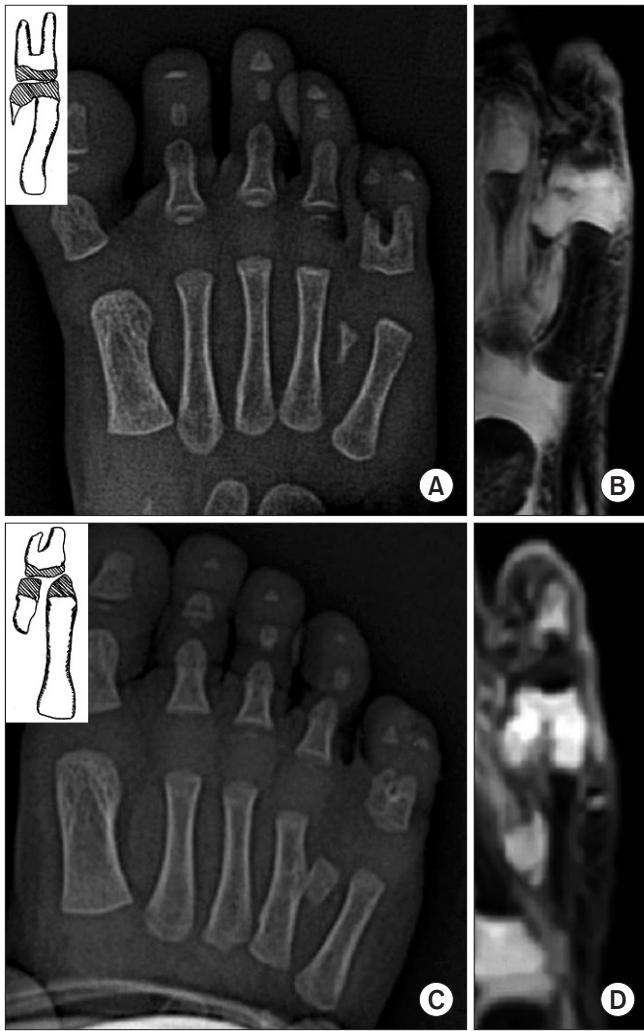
Radiographs of two patients (A, C) showed similar complex type polydactylies (incomplete duplication at the metatarsal level and fused duplication at the proximal phalanx). However, magnetic resonance imaging revealed different findings at metatarsal heads (B: fusion, D: separation), while bases of proximal phalanges were fused in both patients.
